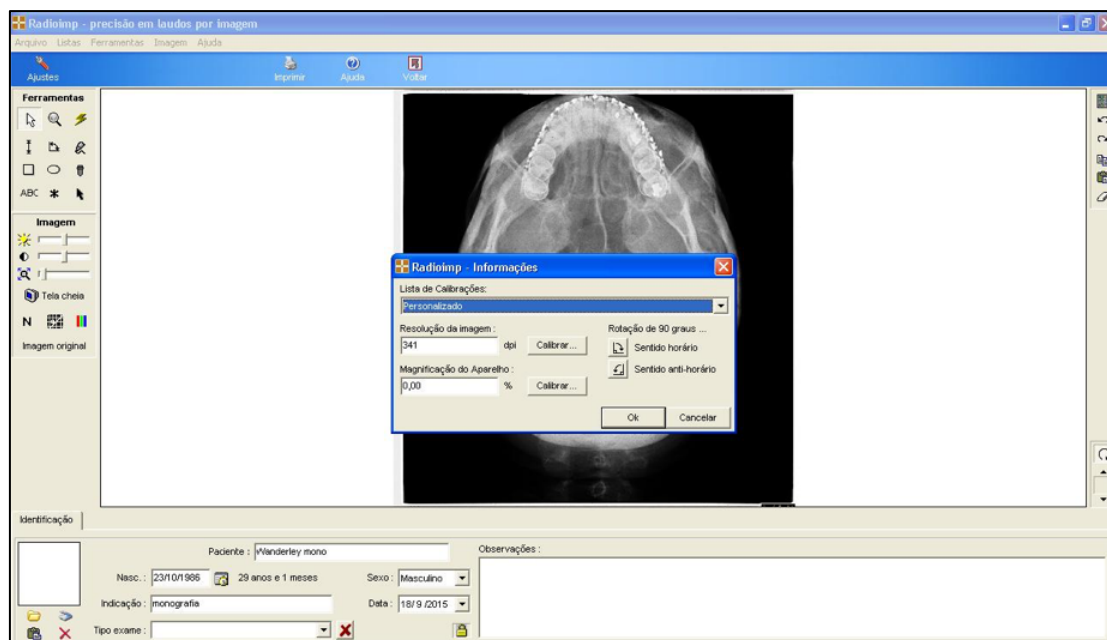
Software Radiocef® Studio 2 utilizado para a realização dos traçados nas radiografias submentovértice.
